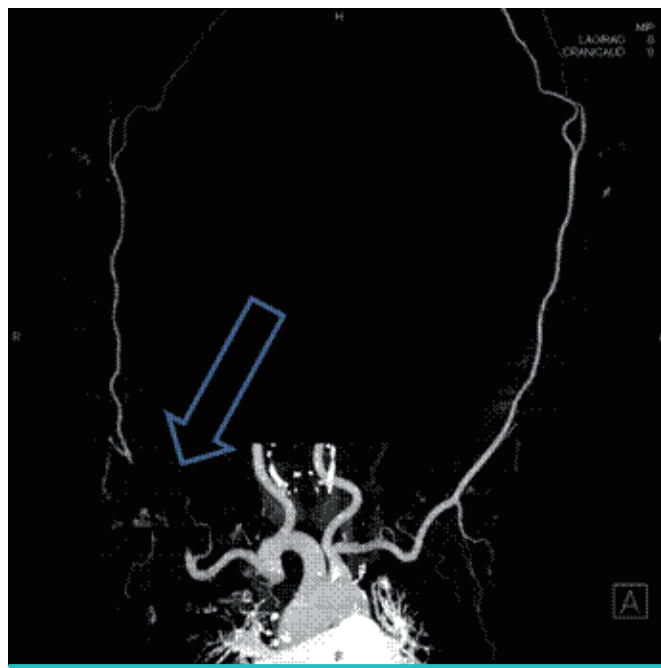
Computed tomographic angiography shows right axillary artery occlusion with patent distal runoff.
